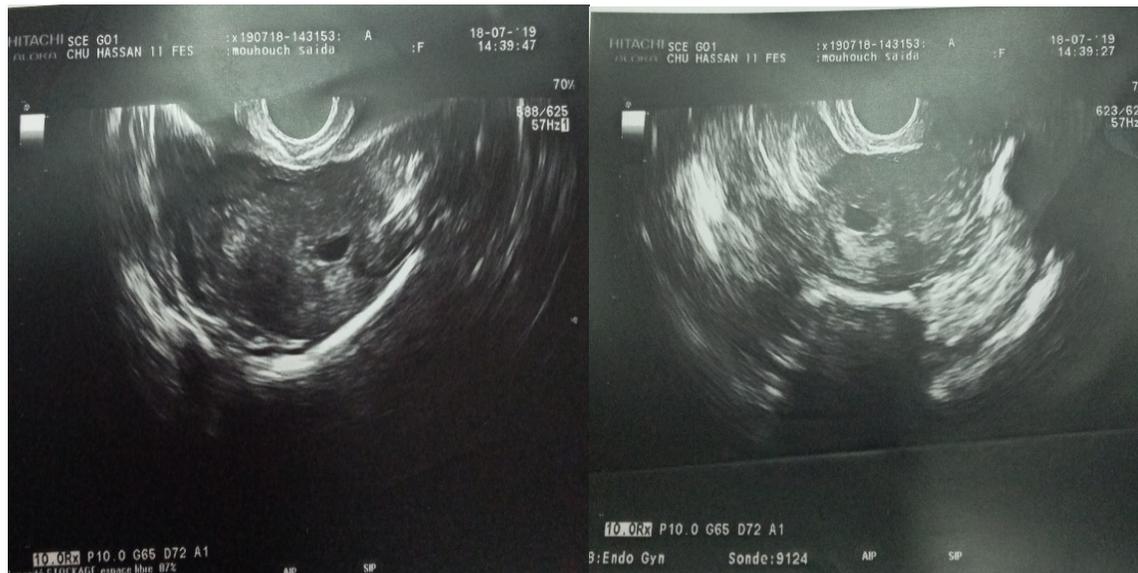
l'échographie endovaginale avec coupe transversale et sagittal qui montre la présence d'une image anéchogène avec des contours hyper échogène.
